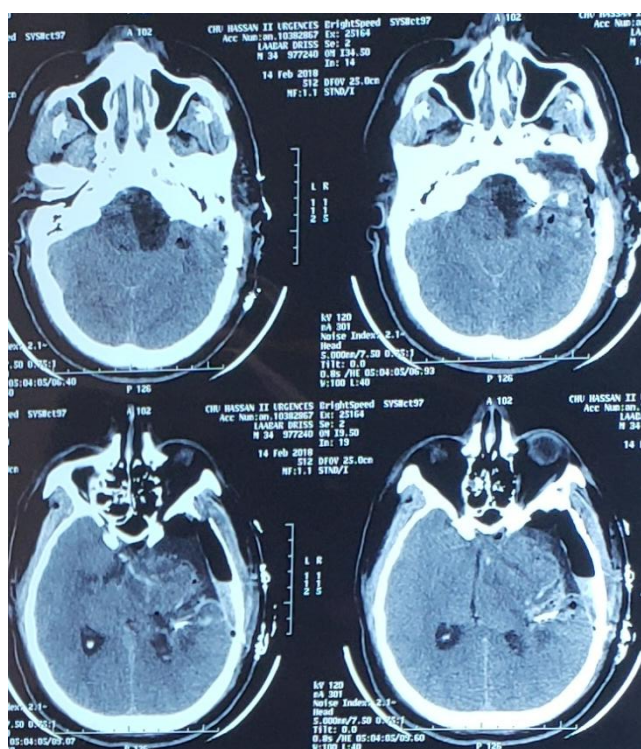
TDM coupe axiale post opératoire immédiat montrant l'exérèse partielle (patient4 :tableau1).
